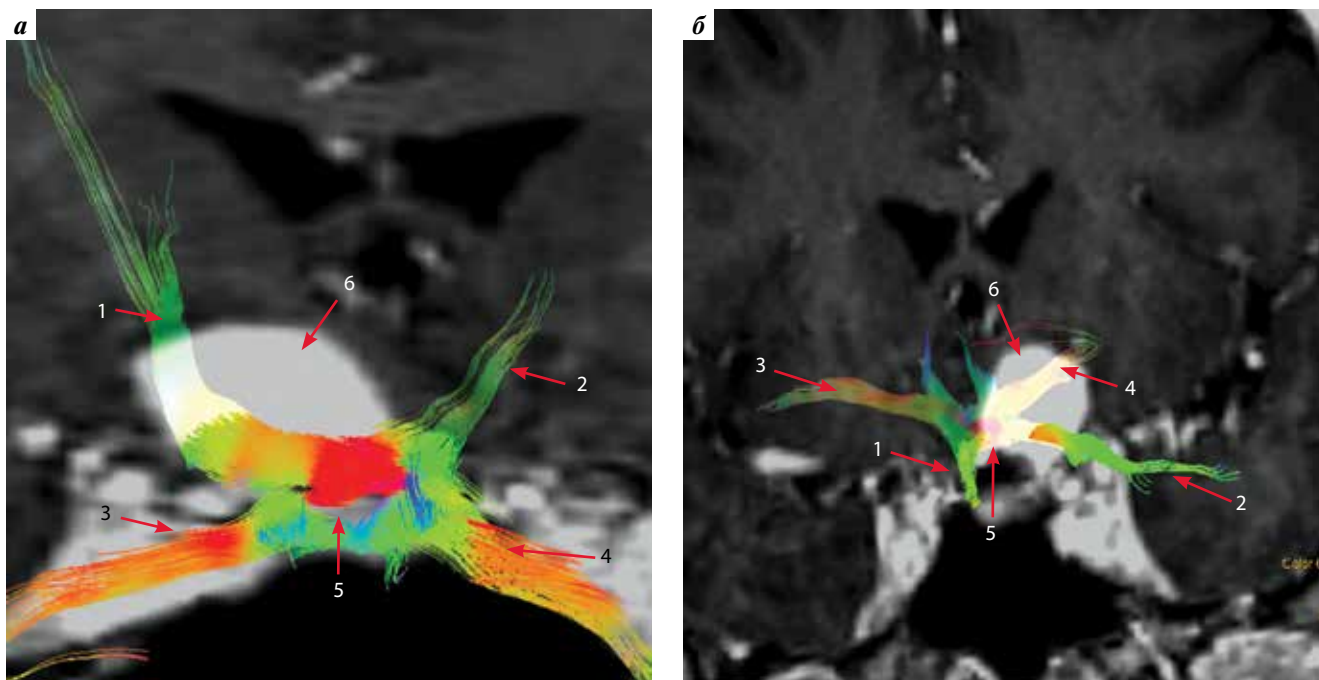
Прицельная визуализация зрительных нервов у пациентки С. в режиме диффузионного тензора (DTI) с построением объемной модели проводящих путей на рабочей станции фирмы General Electric: а — вид сзади; б — вид спереди. 1 — правый зрительный нерв; 2 — левый зрительный нерв; 3 — правый зрительный тракт; 4 — левый зрительный тракт; 5 — хиазма; 6 — опухоль
